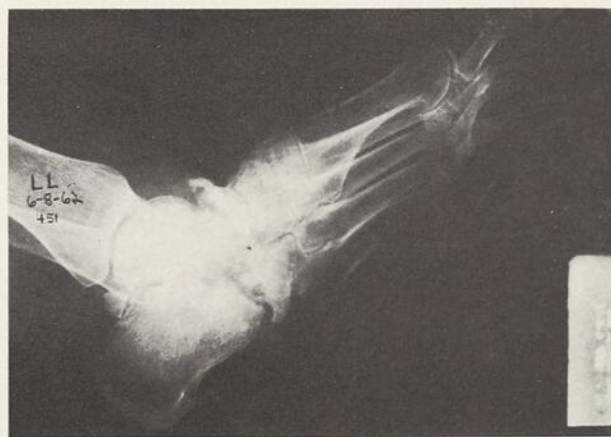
Radiographie du pied gauche prise le 6 août 1962. On voit de multiples petites fractures avec pseudarthroses au calcanéum, à l'astragale et au cuboïde, de l'ostéoporose généralisée et un pincement des interlignes articulaires.
